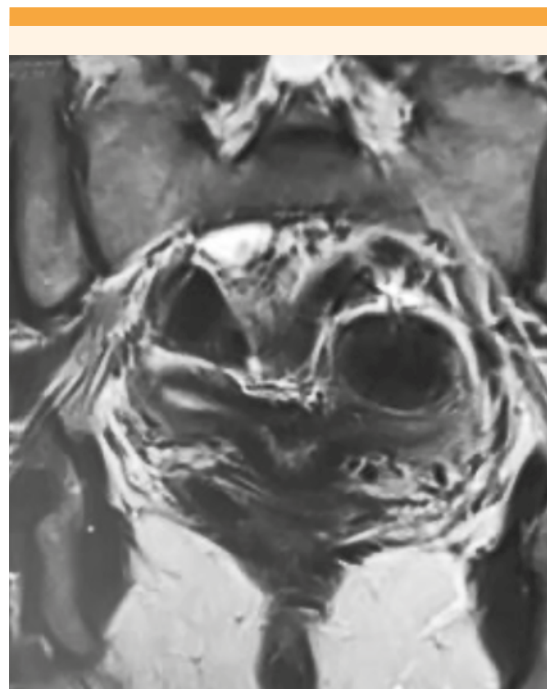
Resonancia magnética de la pelvis.
